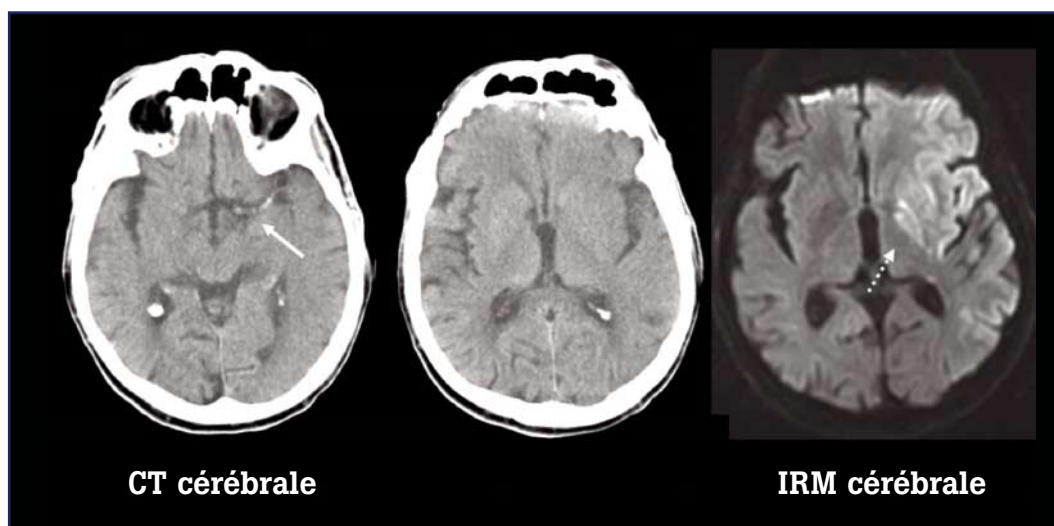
Tomodensitométrie et IRM de cerveau de patients présentant un infarctus cérébral de l'hémisphère gauche dans la région de l'artère cérébrale moyenne. Un thrombus est mis en évidence par la tomodensitométrie (flèche complète), mais le parenchyme cérébral est quasi normal. L'IRM de diffusion montre clairement sur les images quelques minutes plus tard l'infarctus cérébral de l'hémisphère gauche (flèche en pointillés).
